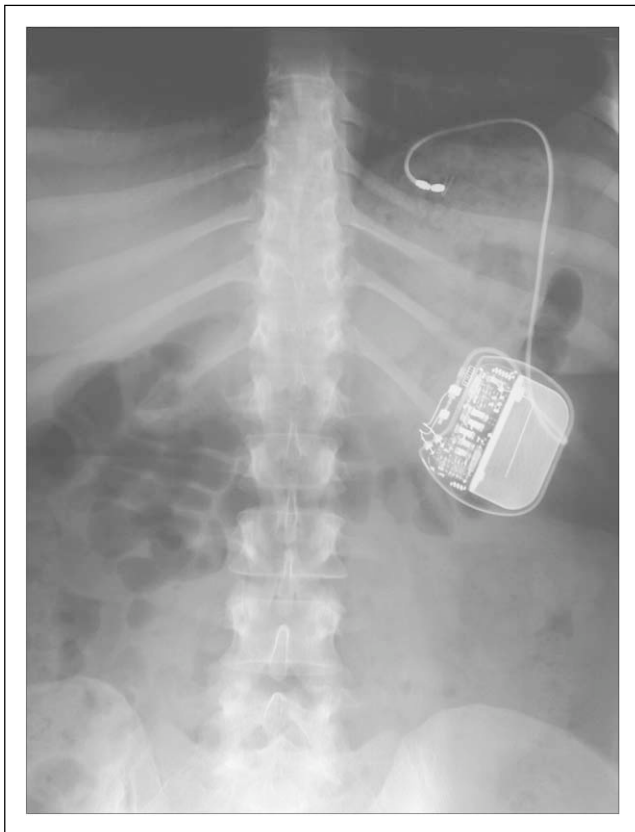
Korrekte Platzierung der Schrittmachersonde und des Stimulators bei der Röntgenkontrolle
